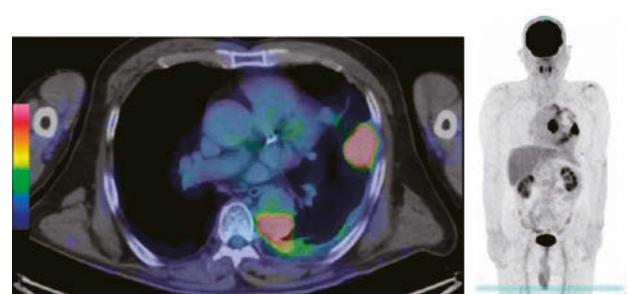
Positron emission tomography computed tomography (PET-CT) images frequently show nodular abnormal accumulation of FDG on the left hilum, back of the descending aorta, forward and lateral subpleural upper lobe (SUVmax 11.3), and on the diffuse pleural thickening (SUVmax 2.5). There is no abnormal accumulation in any other region.
